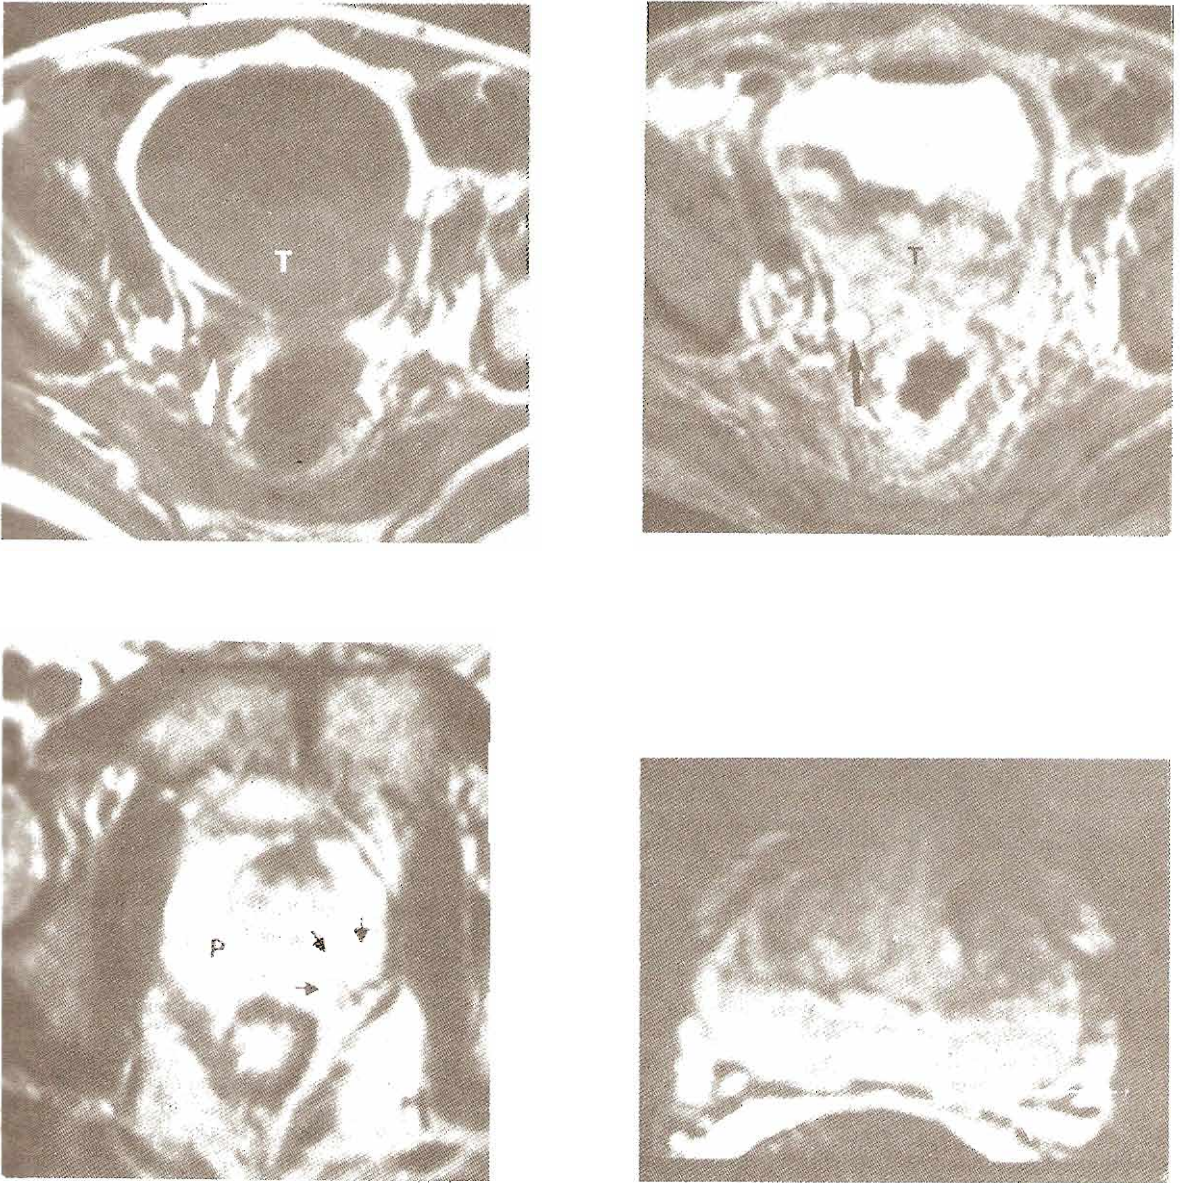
45. Examen IRM de la pelvis. Ejemplos de la capacidad de IRM para mostrar un tumor vesical y su grado de extensión. Arriba izquierda: Intensidad T1. Abajo derecha: Imagen transaxial de intensidad T2. El tumor (T) y la base de la vejiga muestran extensión. También se observa dilatación de uréter derecho (flecha). Abajo izquierda: Ejemplo de carcinoma prostático según se observa en la imagen de intensidad T2. El carcinoma prostático (flechas pequeñas) muestran señal de baja intensidad en comparación con las señales de alta intensidad de la zona periférica adyacente (P). Abajo derecha: Una imagen ponderada en T2; un ejemplo de extensión extracapsular de carcinoma de próstata (etapa C de la enfermedad de Jewett*). Se observó un tumor con una señal baja en la zona periférica izquierda. Existen rupturas de la cápsula prostática (entre las flechas largas) con extensión del tumor más allá de la cápsula para comprometer al paquete neurovascular (flechas cortas).
